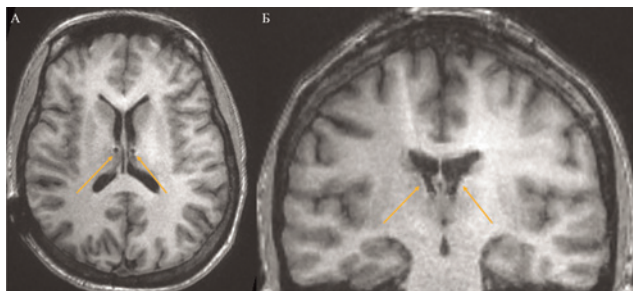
Интраоперационное МРТ головного мозга. Электроды расположены в мишени – передних ядра таламуса. А – аксиальное изображение, Б – коронарное изображение. Стрелками отображены электроды
